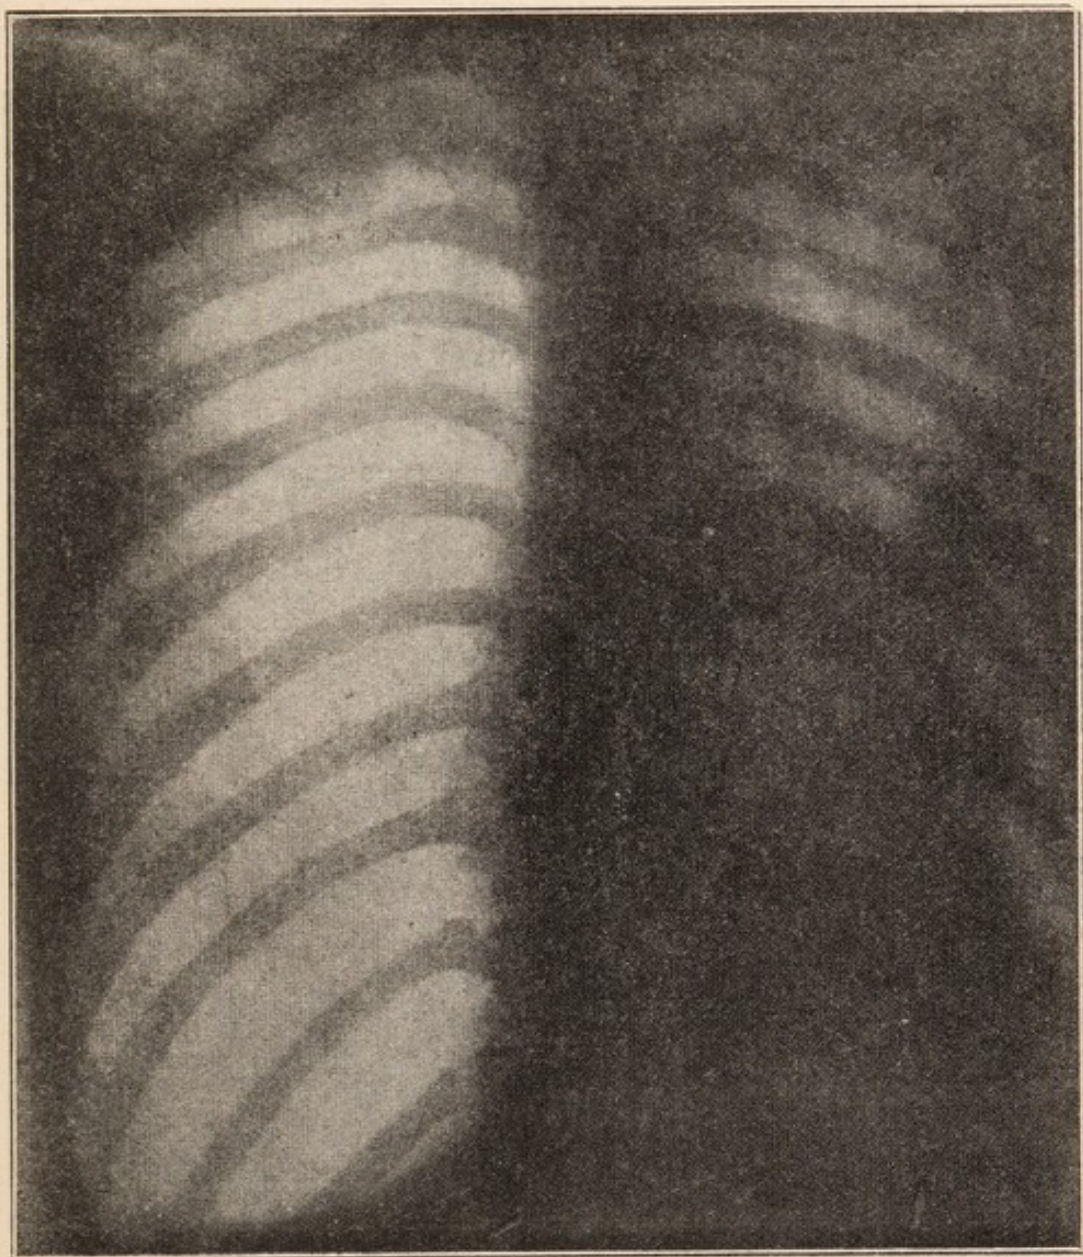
Radiografia posteriore (V D) del caso 4°, nel primo periodo della cura: Pneumotorace sinistro assai voluminoso
